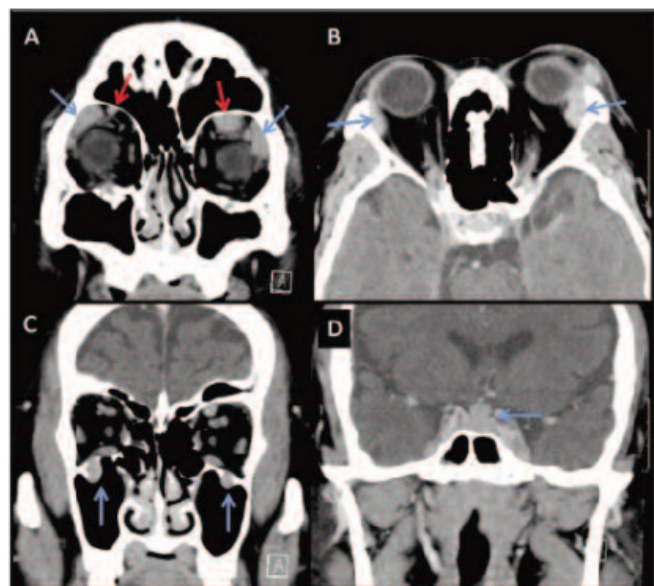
Imagens de tomografia computadorizada de crânio de paciente com IgG4-ROD.
